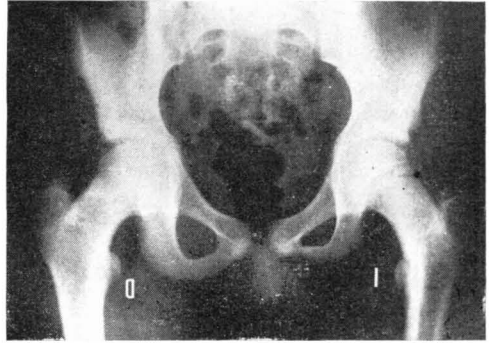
Radiografía anteroposterior de pelvis correspondiente al caso 2 mostrando en el lado izquierdo una fisis aumentada de tamaño y con imágenes de osificación irregular en la vertiente metafisaria. Los signos de Trethowan-Klein y Capener son positivos. La cadera derecha no presenta alteraciones en la relación epifisometafisaria.
